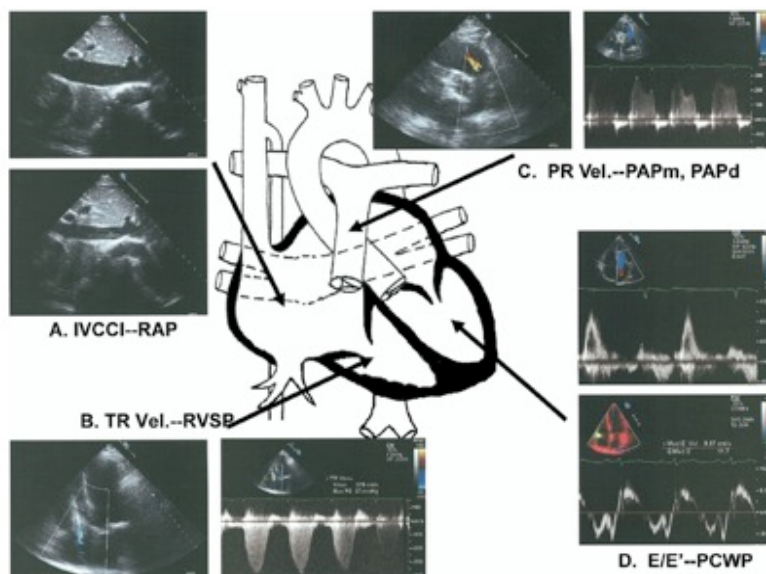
Ilustração do ecocardiograma hemodinâmico
